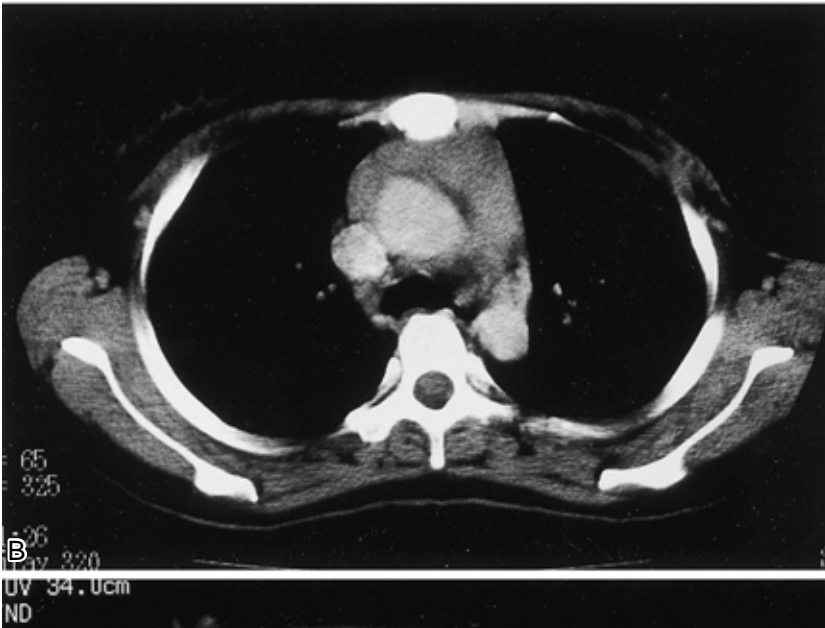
Chest CT on February 17 showing an anterior mediastinal mass shadow that is much larger than the shadow observed in Fig. 1A.
